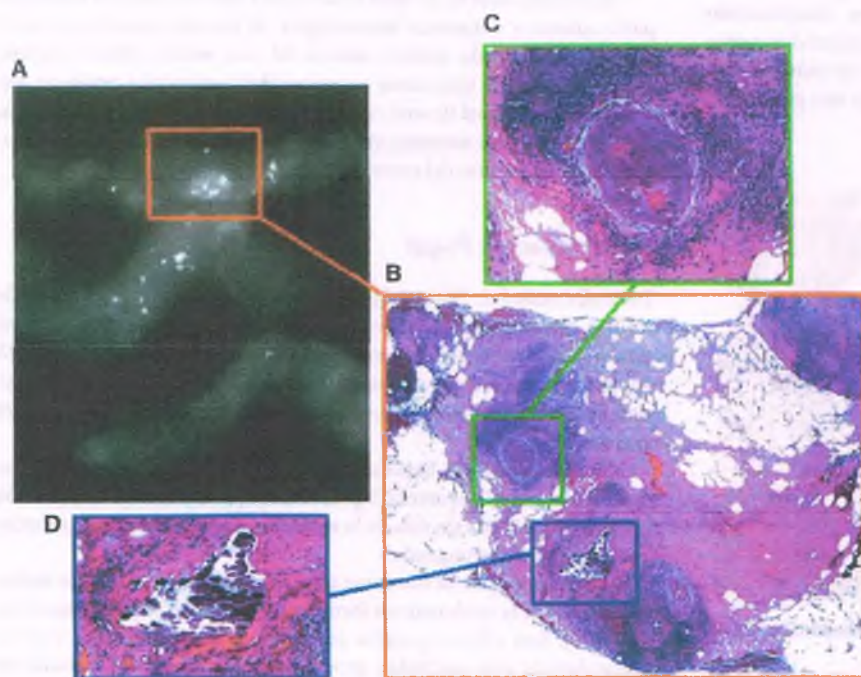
Carcinoma ductal in situ. A. Radiografía del espécimen de una biopsia con aguja gruesa que muestra calcificaciones lineales y puntiformes atípicas, muy sospechosas de cáncer. B. Microfotografía con poco aumento que muestra un carcinoma ductal in situ de alto grado. C. Imagen de un conducto expandido por un carcinoma ductal in situ. D. Microfotografía con gran aumento de una calcificación tisular.
